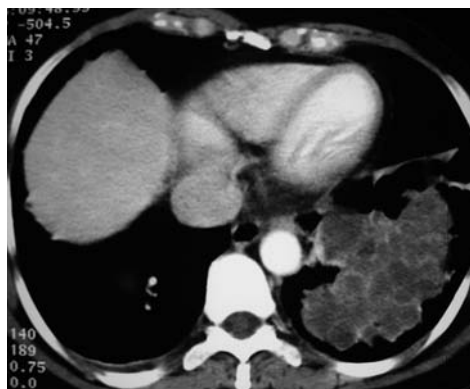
Imagen TC de una paciente de 48 años con malformación adenomatoide quística tipo I. Presentaba infecciones respiratorias de repetición y fue sometida a una lobectomía.
